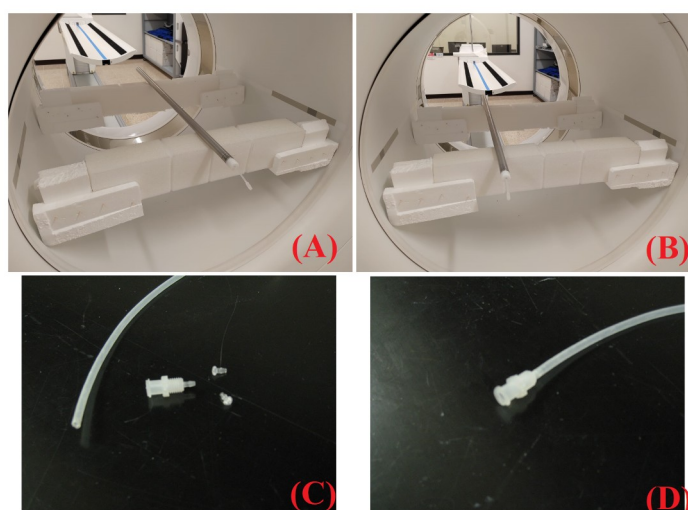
Materiales de la prueba técnica de sensibilidad en PET. Los materiales son: (A) maniquí de sensibilidad de NEMA con fuente lineal de radioactividad ubicada en el centro (isocentro del FOV: 0 cm); (B) mismos materiales de la imagen (A) pero con la fuente lineal radioactiva colocada a 10 cm del isocentro del $40 V_{\text{sens-tubo}}$ representa el volumen de actividad requerido para obtener una fuente lineal de 70 cm dentro del tubo de dispersión.
